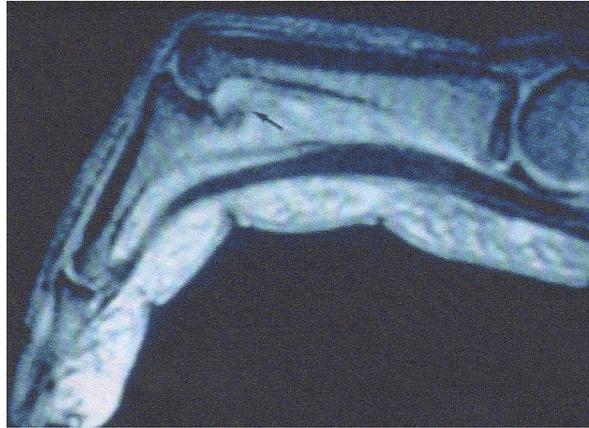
Mise en évidence d'une corde d'arc suite à la rupture de A2 par l'IRM [79]
